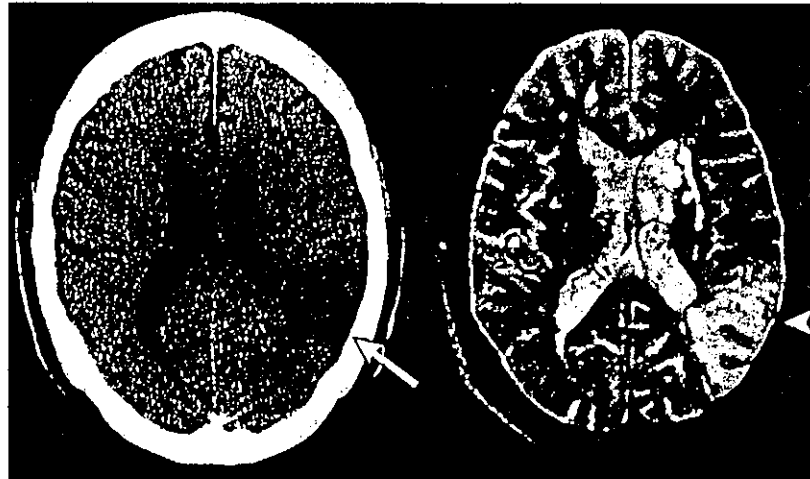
1 アテローム血栓性脳梗塞のCT像(左)とMRI T2強調画像(右)
